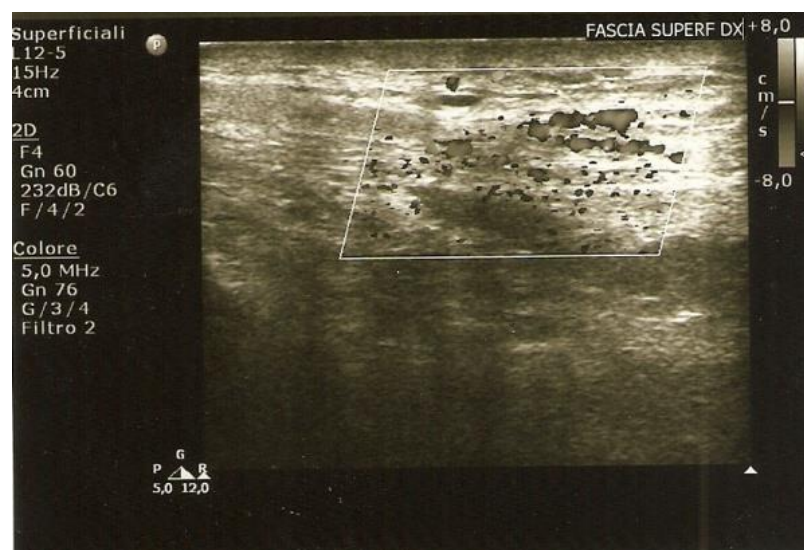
Ecografia doppler a 3 mesi (V1)
